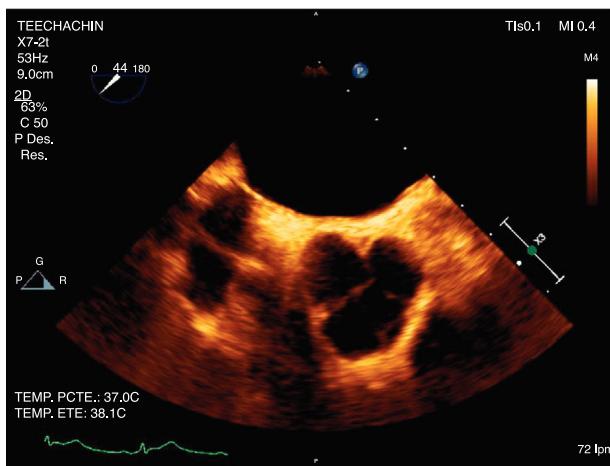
Ecocardiografía transesofágica en la que se aprecia gran vegetación en electrodo de la aurícula derecha de 4 x 9 milímetros.
